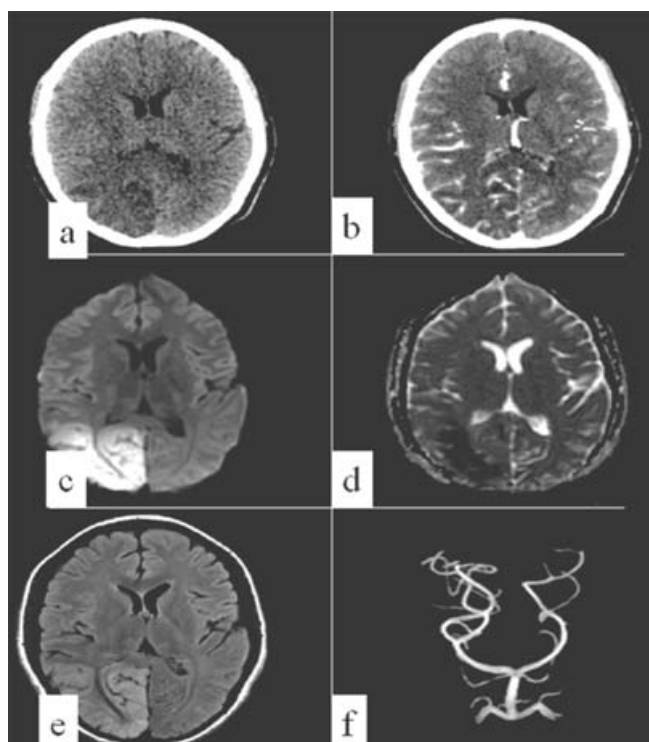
a) La tomografía axial computarizada siempre muestra hipodensidad occipital. b) Por tomografía computarizada contrastada se observa aumento importante en la vascularidad. c y d) La resonancia magnética en secuencia de difusión aparente muestra signos de edema citotóxico. e) Por resonancia magnética en secuencia FLAIR se observan áreas hiperintensas occipitales. f) La angiografía magnética indicó aumento en la vascularidad en el territorio de la arteria posterior derecha.
